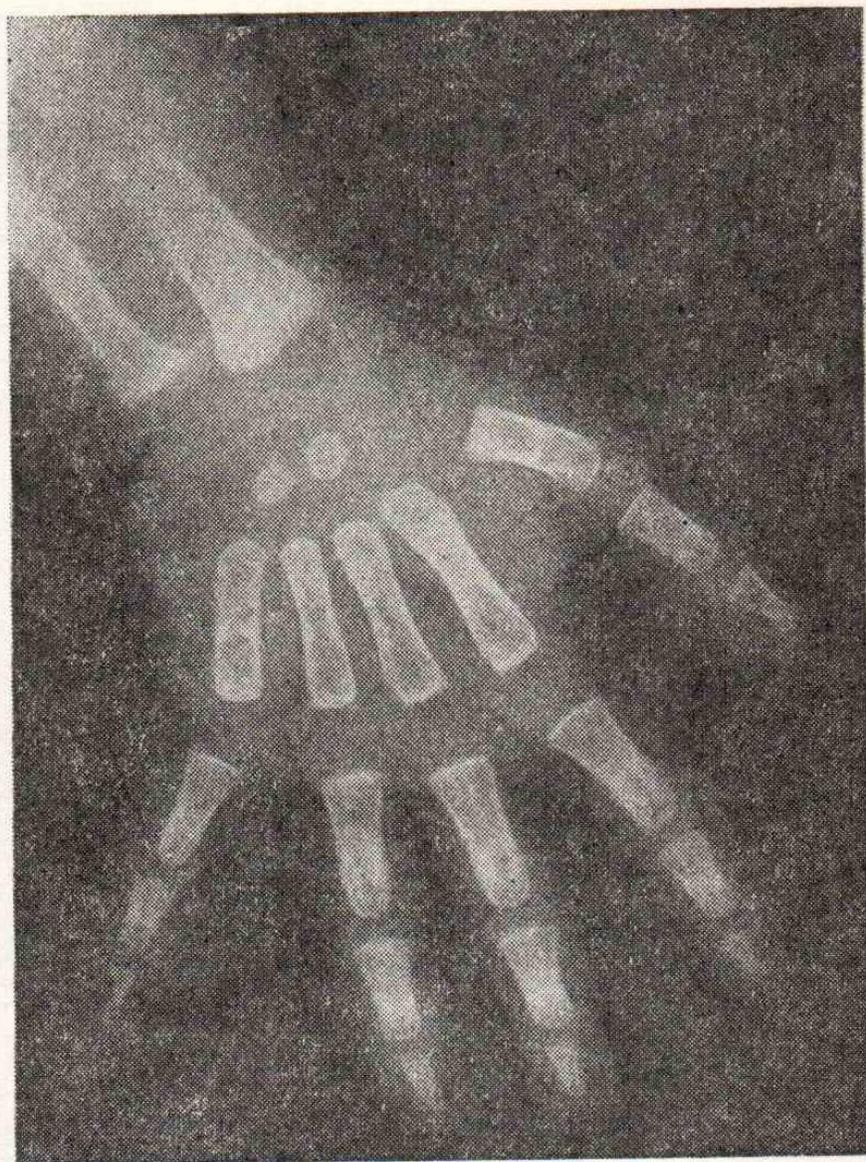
Рентгенограмма кисти 11-месячного ребенка.
